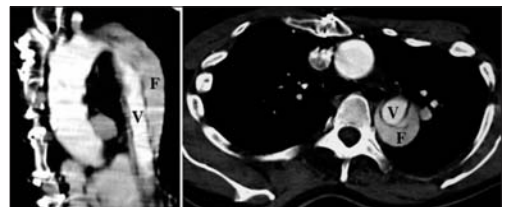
Reconstrucción coronal (izquierda) y axial (derecha) de tomografía axial computada. V señala el lumen verdadero y F el lumen falso.
